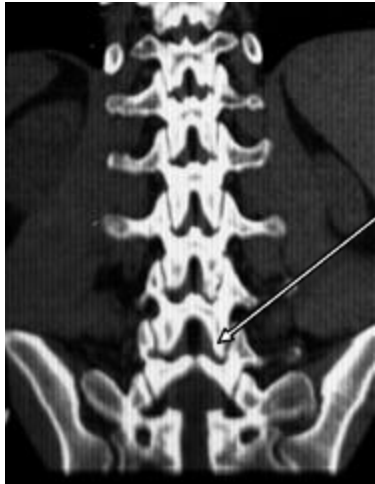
Комп'ютерна томографія попереково-крижового відділу хребта:
